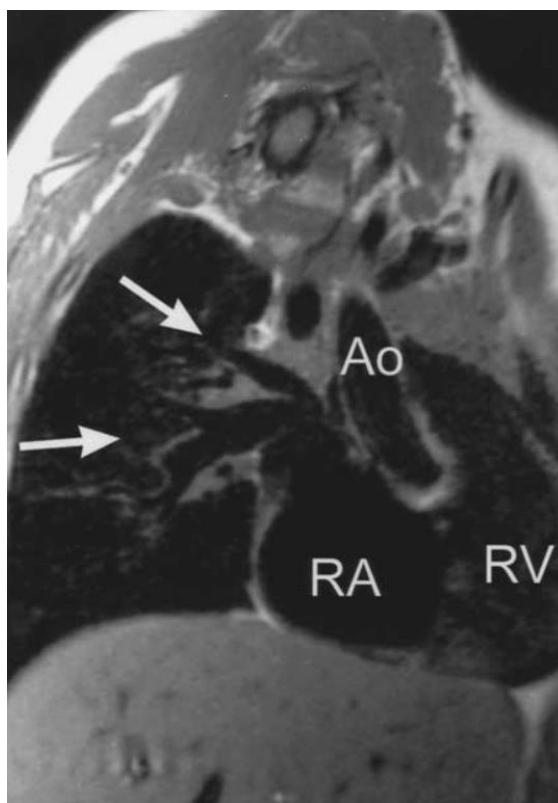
МРТ, коронарный срез, turbo spin-echo высокого разрешения. Стрелками указаны аномально дренирующиеся правые легочные вены. Ao – аорта, RA – правое предсердие, RV – правый желудочек
